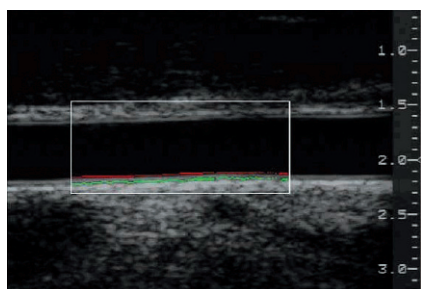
Ecografía carotídea donde se aprecia un grosor de íntima-media (línea roja)-media (línea verde) dentro de la normalidad.
